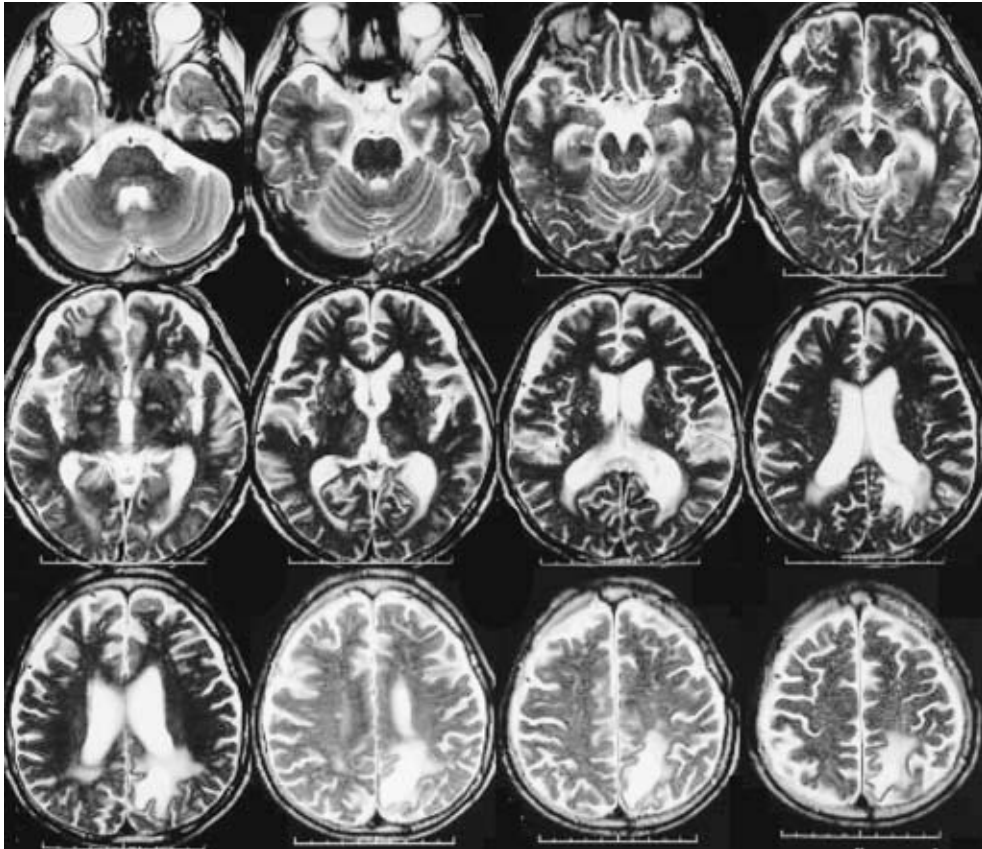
T2-weighted images (1.5T, TR4,200ms, TE105ms) in July 2006 demonstrating subcortical hematoma in the left medial occipitoparietal region involving the left posterior cingulate gyrus and superior parietal lobule.
